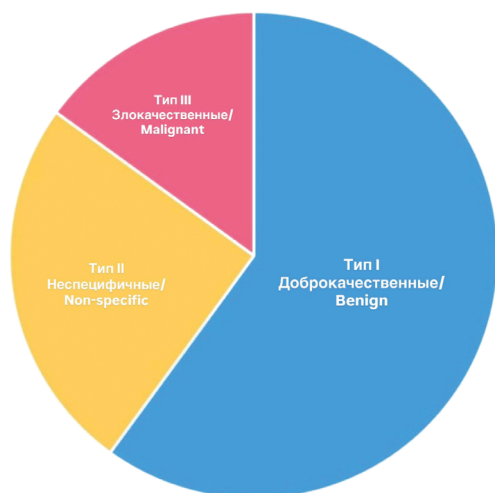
Типы кинетических кривых при динамическом контрастном усилении на МРТ молочных желез
